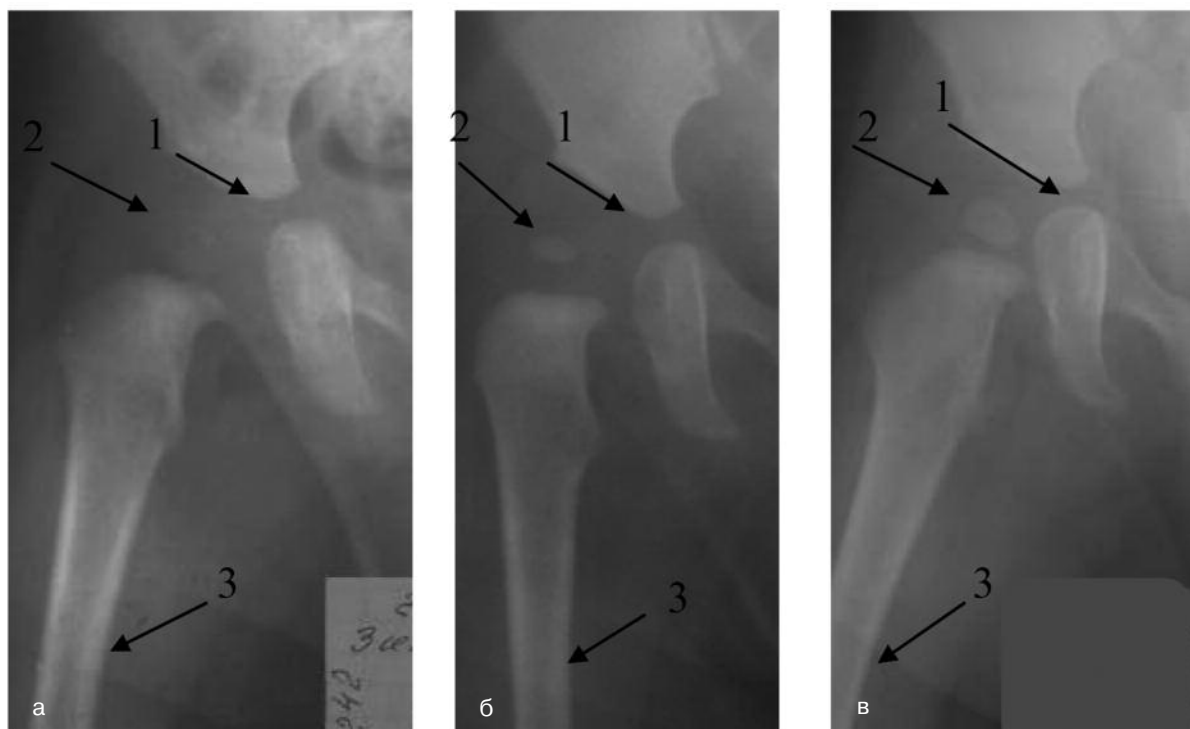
Фрагмент рентгенограми правого кульшового суглоба хворого З., підвих стегна справа, дослідження в динаміці: а) 4 міс., б) 8 міс., в) 12 міс.: 1 – приріст даху вертлюгової западини; 2 – поява та зміни розмірів голівки стегнової кістки; 3 – потоншення кортикального шару
